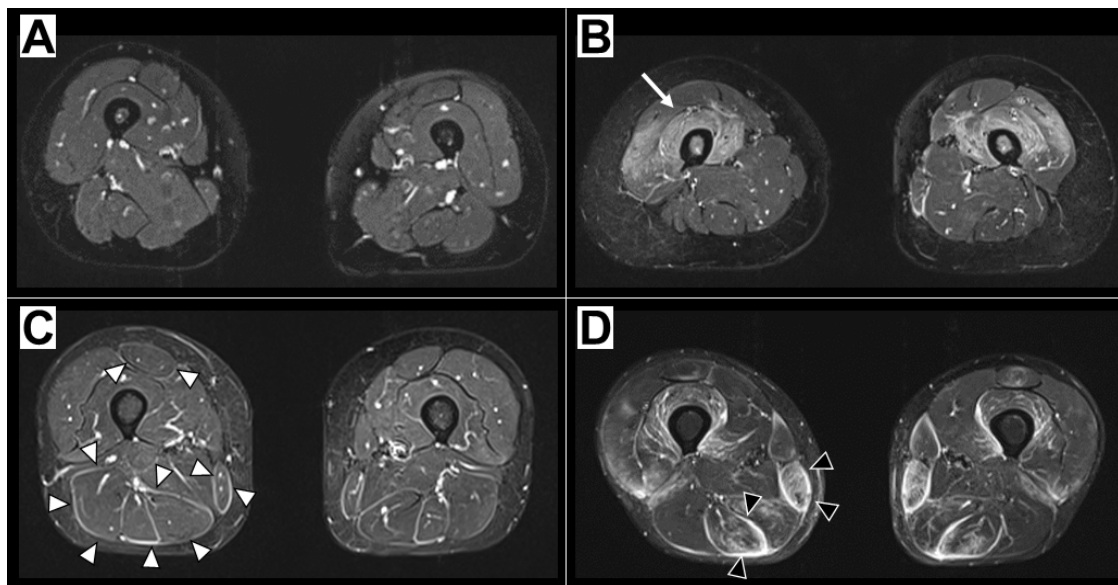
MRI による筋・筋膜の異常信号の評価基準
